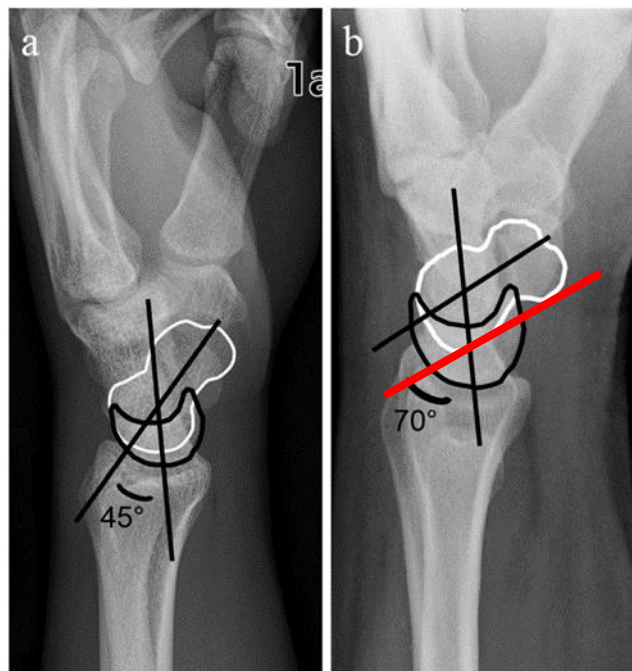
a Handgelenk im lateralen Strahlengang mit normaler karpaler Ausrichtung und mit einem normalen skapholunären Winkel von 45° , b Laterale Röntgenaufnahme eines Handgelenks mit Rotationssubluxation des Skaphoids und pathologischem Winkel von 70° . Die Skaphoidlinie wird erst an die Unterkante gelegt und kann dann verschoben werden, wobei der Winkel gleichbleibt [129].
